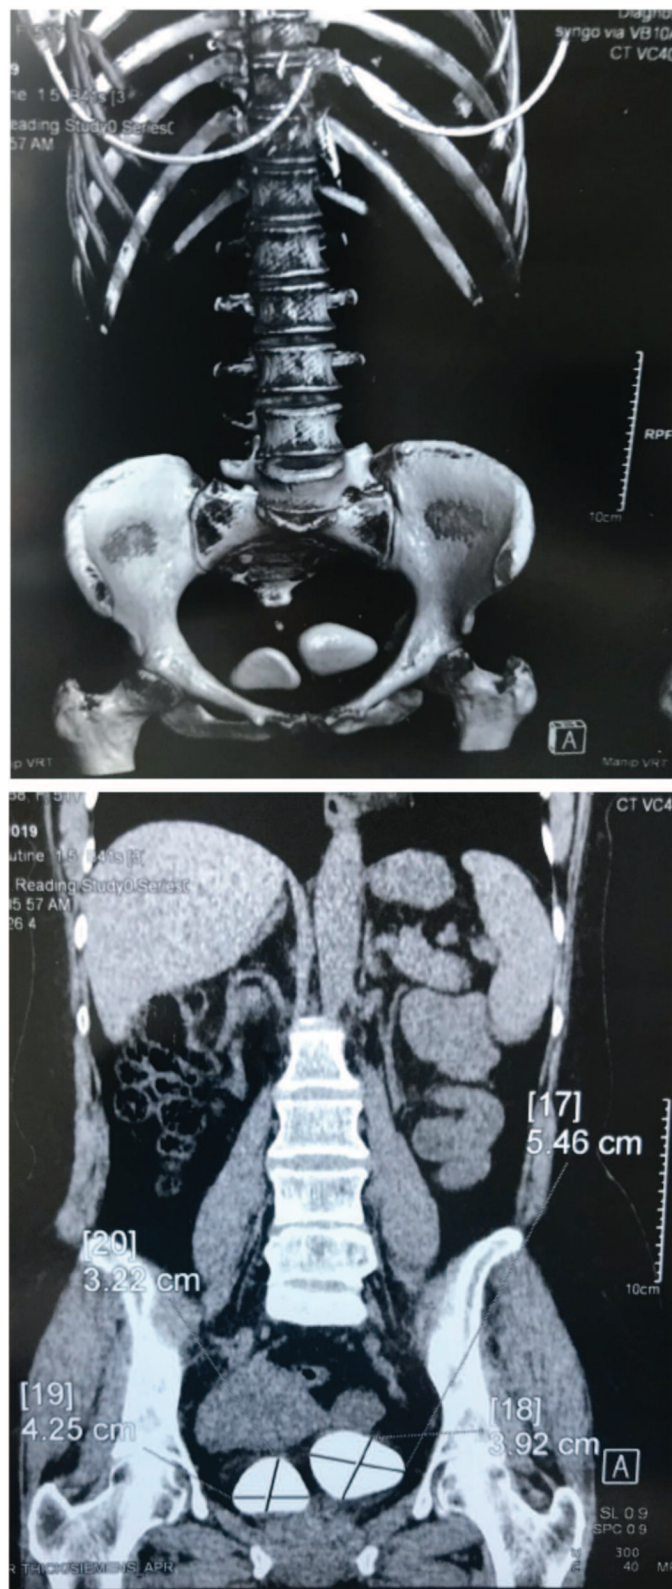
Компьютерная томография брюшной полости и органов малого таза. Камни мочевого пузыря
